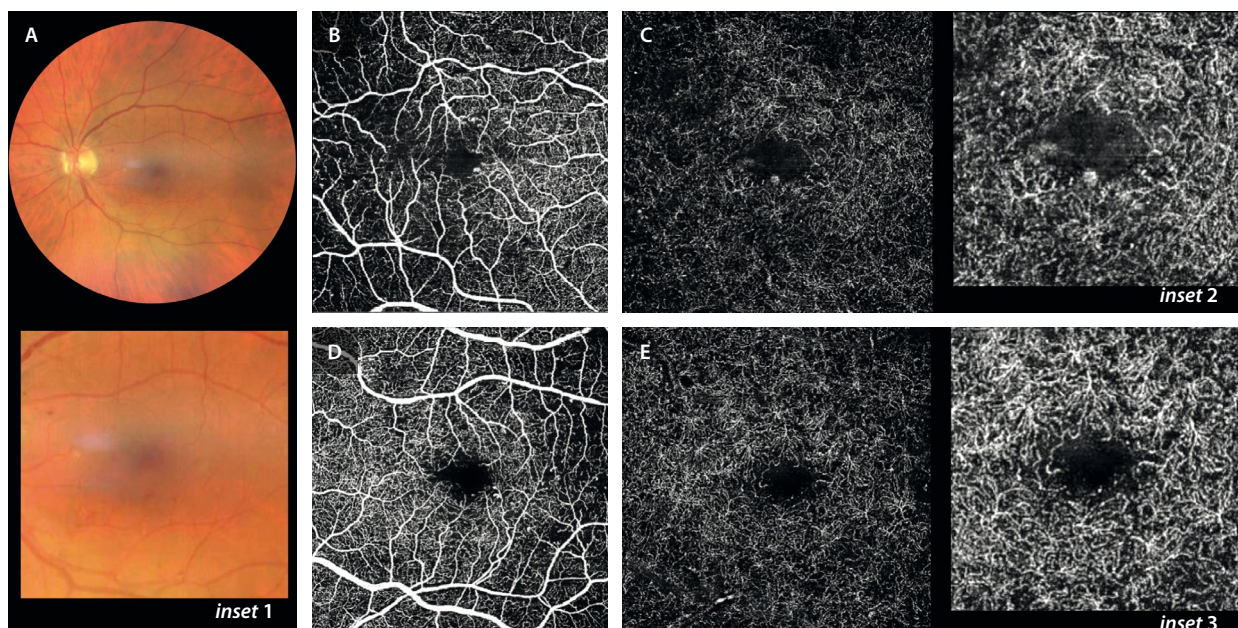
A) Retinografía a color donde solo se identifican microaneurismas en el polo posterior (ver inset 1). B y C) Imagen *en face* de la angiografía por tomografía de coherencia óptica del ojo derecho del paciente. B) Plexo capilar superficial, donde se observa una irregularidad de la zona avascular foveal y un microaneurisma en el borde nasal. C) En el plexo capilar profundo se aprecia un mayor agrandamiento de la zona avascular foveal y un microaneurisma en el margen inferior (ver inset 2). D-E) Imagen *en face* de la angiografía por tomografía de coherencia óptica del ojo izquierdo. Tanto en el plexo capilar superficial (D) como en el plexo capilar profundo (E) se observa una irregularidad y agrandamiento de la zona avascular foveal. Además, se aprecia una lesión más telangiectásica (ver inset 3).
